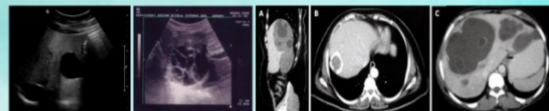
US and Computed tomography (CT) images in different planes following contrast injection for recurrences.
